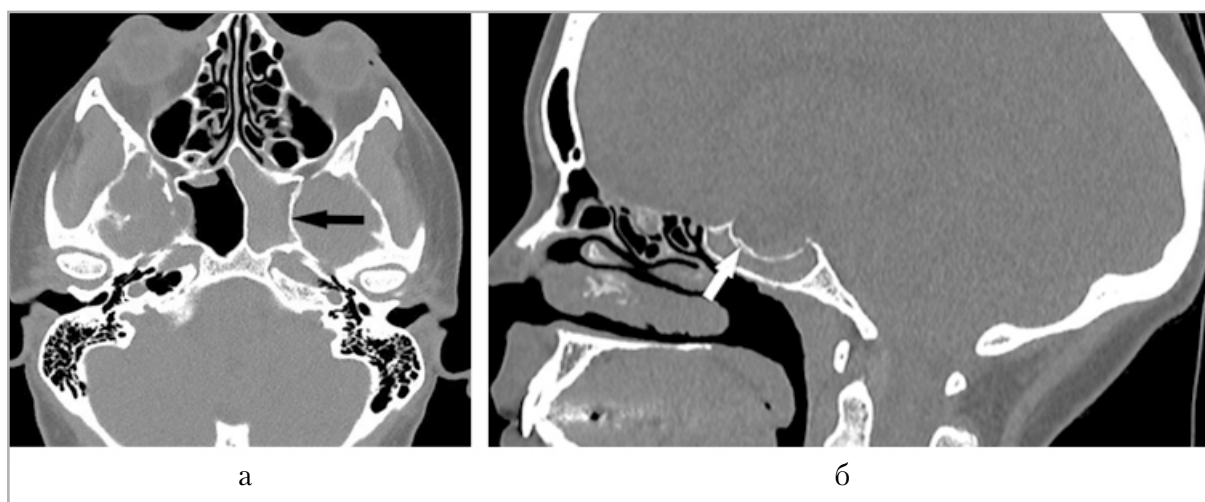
Компьютерные томограммы. Исследование от 2020 г. На аксиальном изображении (а) определяется тотальное заполнение клиновидной пазухи слева содержимым мягкотканной плотности, +34–52 ед. Н, костные стенки утолщены, склерозированы (стрелка), на сагиттальном изображении (б) видны мелкие единичные эрозии верхней стенки (стрелки)
